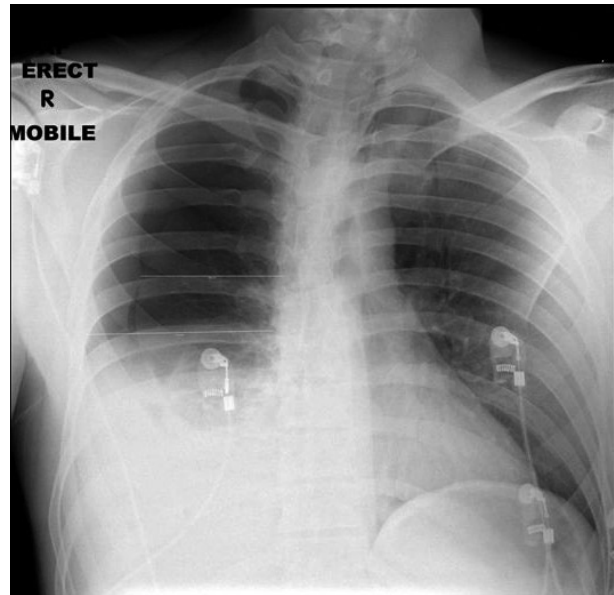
Radiografía simple de tórax al ingreso del paciente. Se evidencia el hemotórax derecho. El neumotórax mide 2,5 cm de anchura.
